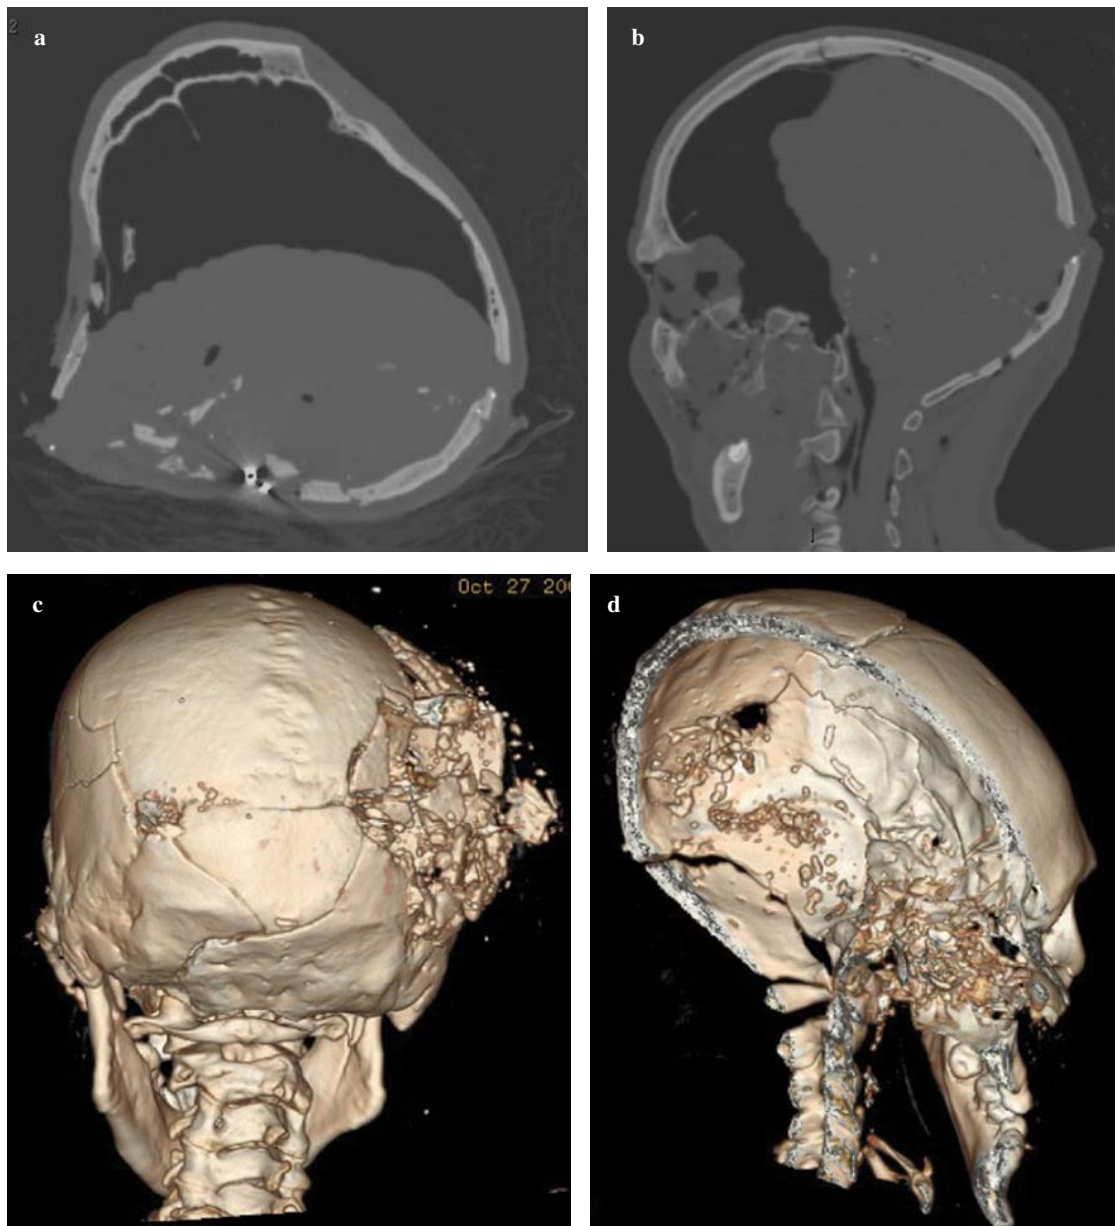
Axial CT image (a); multiplanar reconstruction (b) and volume-rendered 3D-CT reconstruction (c,d). Homicidal death: The entrance hole in the left parietal bone is well documented, with characteristic bevelling directed towards the cluster of bony and metallic fragments. On the exit side of the skull, the bullet caused a large loss of brain, leading to a skull shattering.
